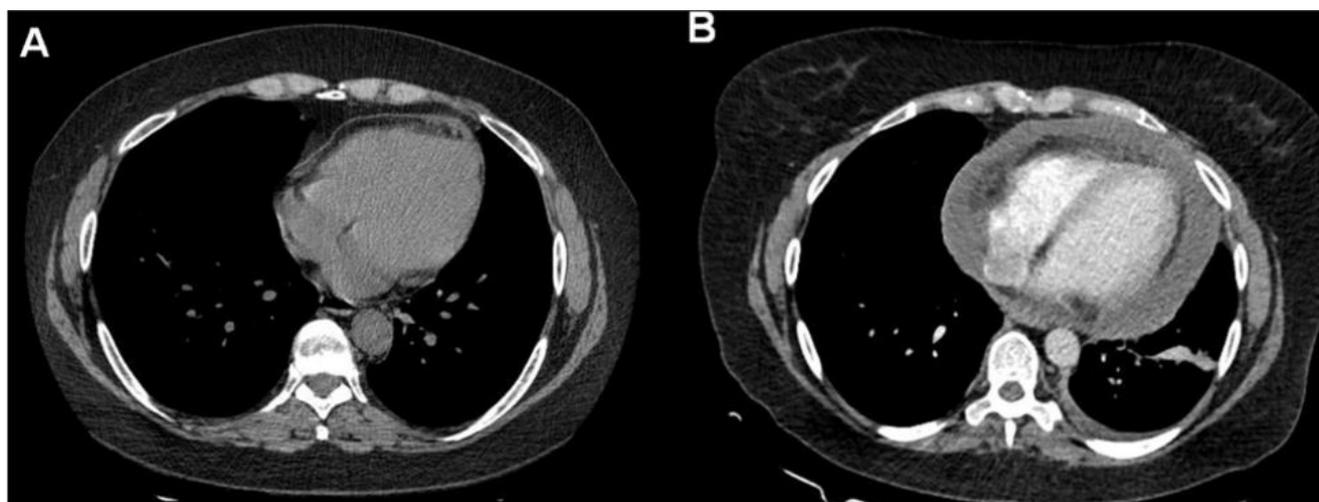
A. Tomografia computadorizada de tórax sem contraste realizada no primeiro atendimento, no 8º dia de sintomas, sem anormalidade detectada em janela de mediastino; B. Tomografia computadorizada de tórax com contraste realizada no segundo atendimento, no 15º dia de sintomas, demonstrando derrame pericárdico com espessura de até 3,6cm, além de pequeno derrame pleural à esquerda.
